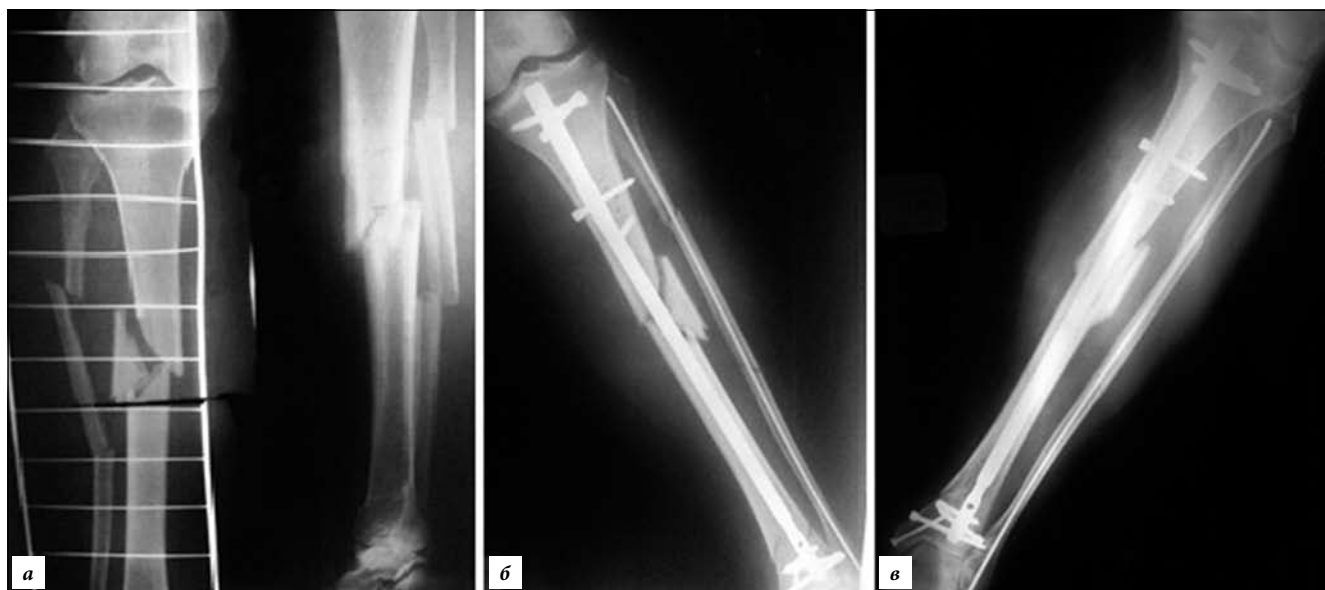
Пациент А., 70 лет, фрагментарный перелом обеих костей голени – 42 В2 и 43 А1 (фрагмент малоберцовой кости локализован на уровне диафизарного перелома). Интрамедуллярный остеосинтез обеих костей голени (рентгенография):
